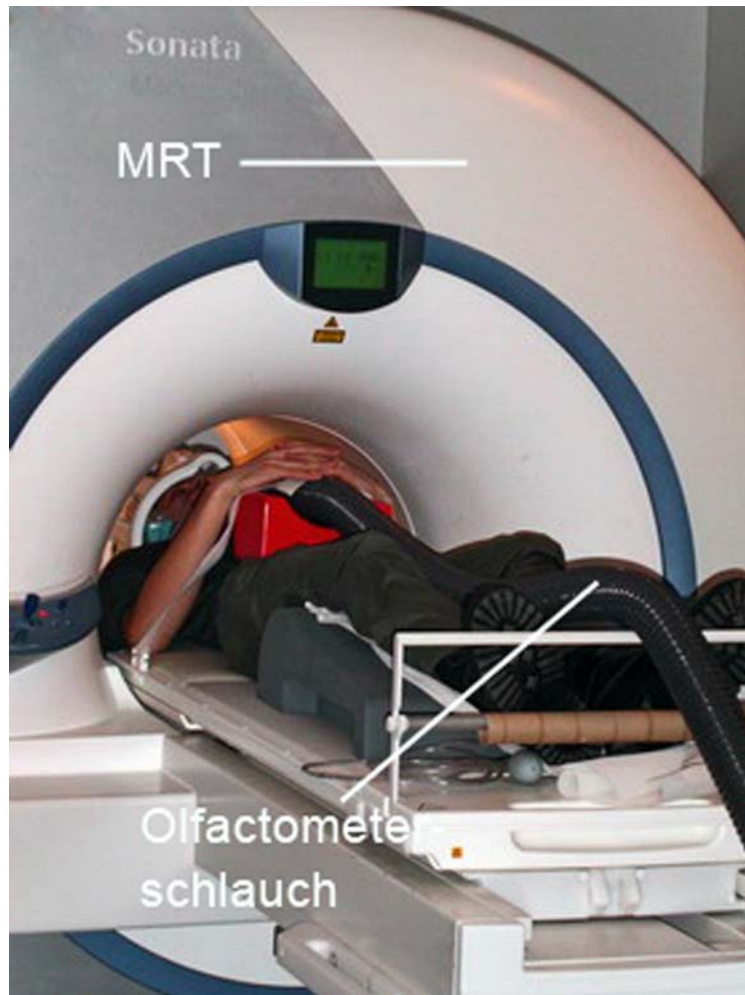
Proband im MRT-Gerät mit Olfaktometerschlauch – Man erkennt einen Probanden im FMRI Gerät mit anliegendem Olfaktometerschlauch.
